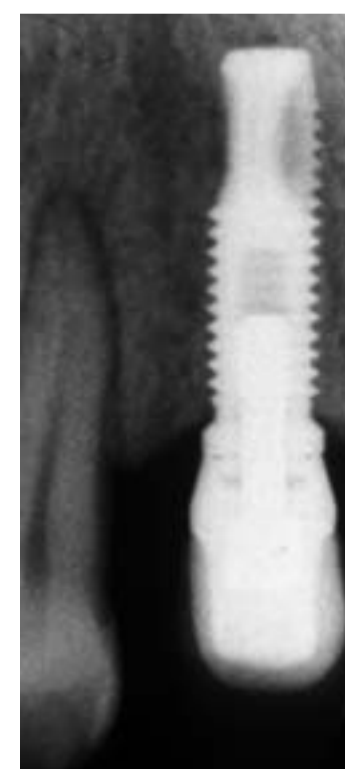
Röntgenkontrolle ein Jahr nach Eingliederung der definitiven Versorgung.
